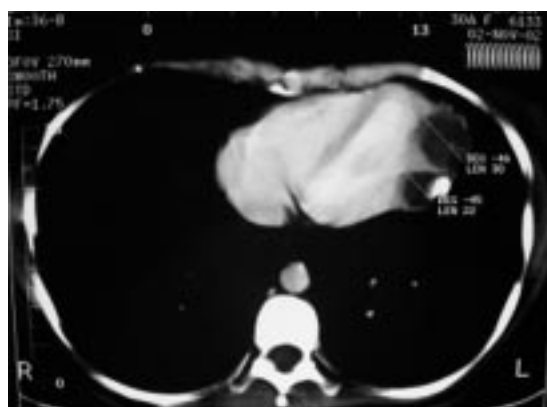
TAC de tórax que confirma lesión.
